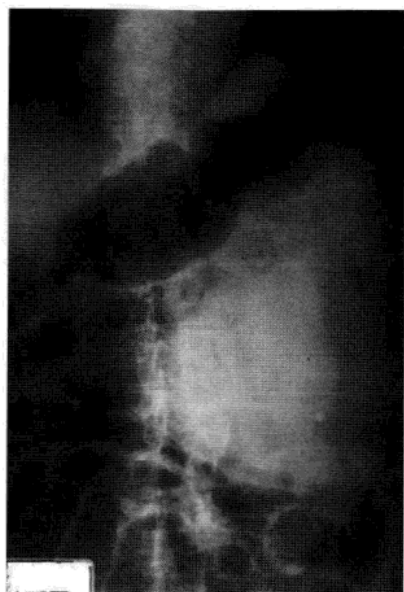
腹膜后肉瘤。腹部平片示左侧腹膜后巨大肿块，胃及肠襻受压向右移位，灶内可见小钙化。
